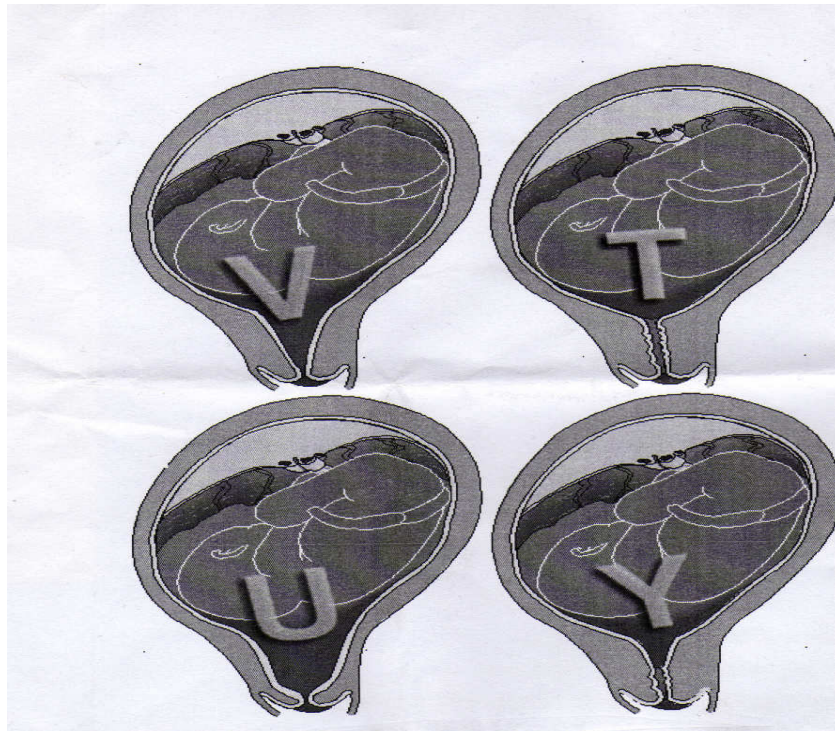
L'immagine ecografica del segmento cervico-istmico.
